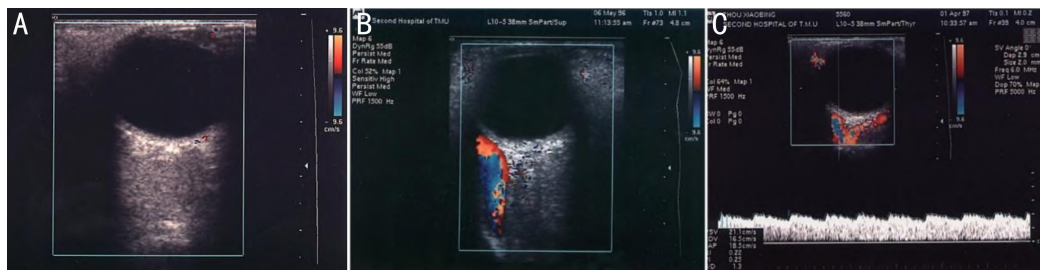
异常D型超声图 A:皮样囊肿D型超声示无血流信号;B、C:颈动脉-海绵窦瘘D型超声示眼上静脉增粗,红色血流或红蓝相间血流。
